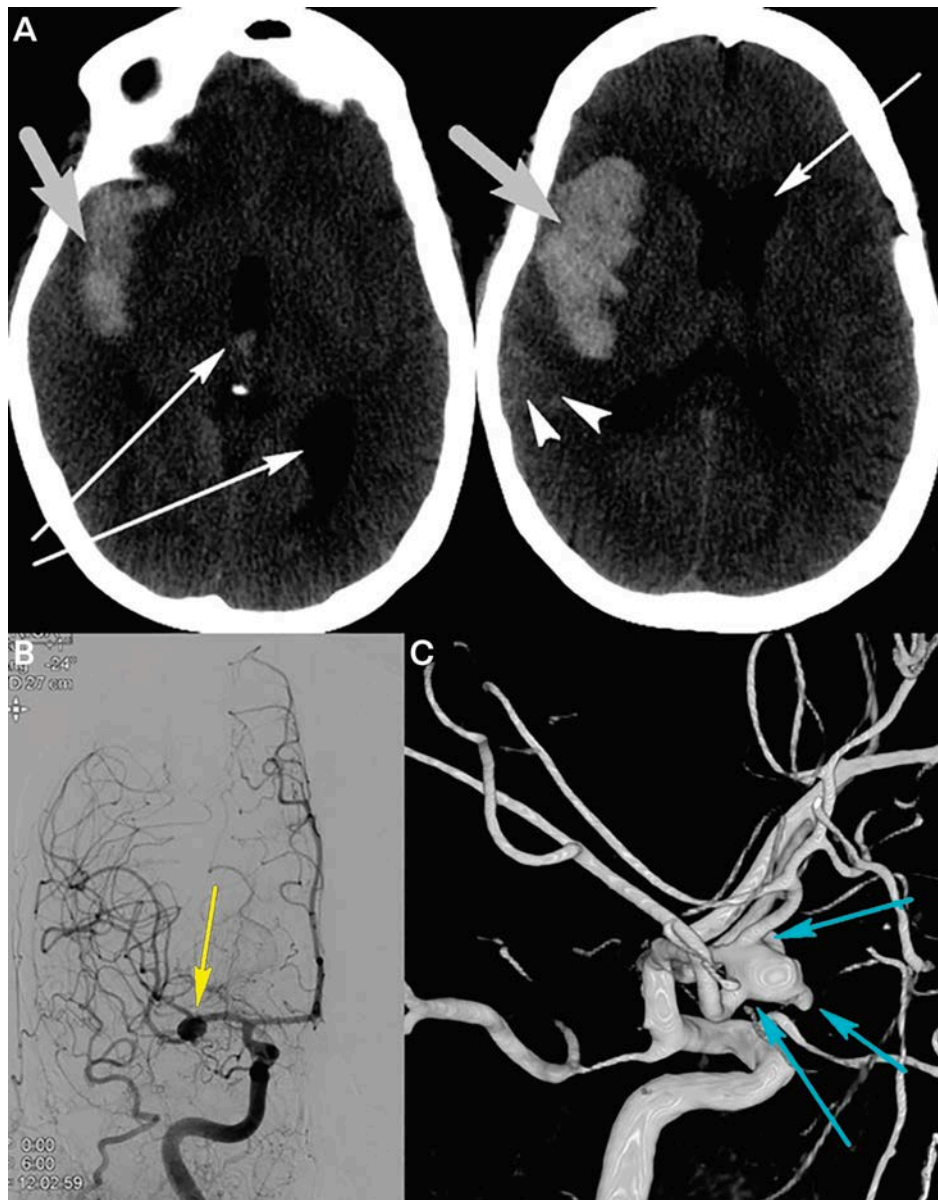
(A,B,C) Tomografia computeritzada cranial sense contrast que mostra un hematoma intra-parenquimatós, una HSA, i una hemorràgia intraventricular. (B) L'arteriografia mostra un aneurisma d'artèria cerebral mitja (C) L'arteriografia tridimensional mostra l'anatomia dels vasos sortint de l'aneurisma. (Foto: Muehlschlegel,2018)
